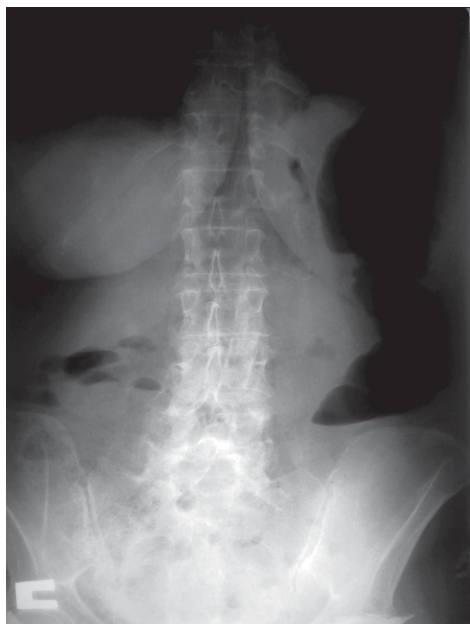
Рентгенограмма пациентки с острой кишечной непроходимостью
